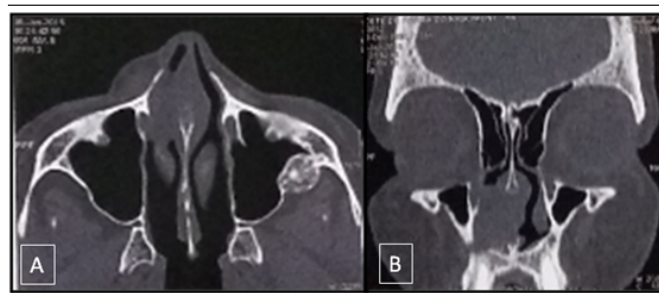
Imagens de tomografia computadorizada
